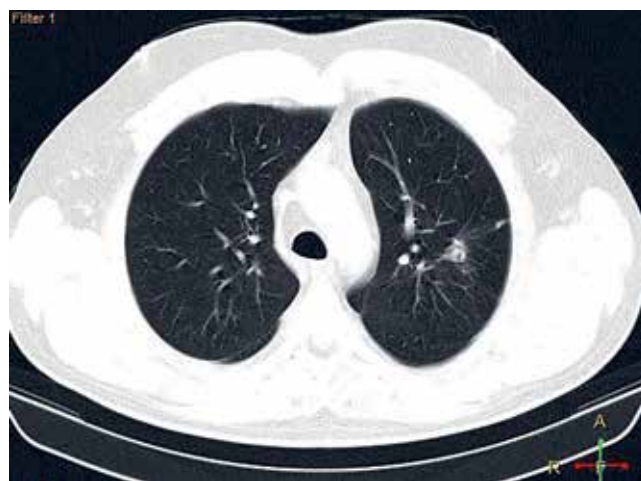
КТ ОГК больного С. спустя 6 мес. после завершения противотуберкулезного лечения (описание в тексте)
